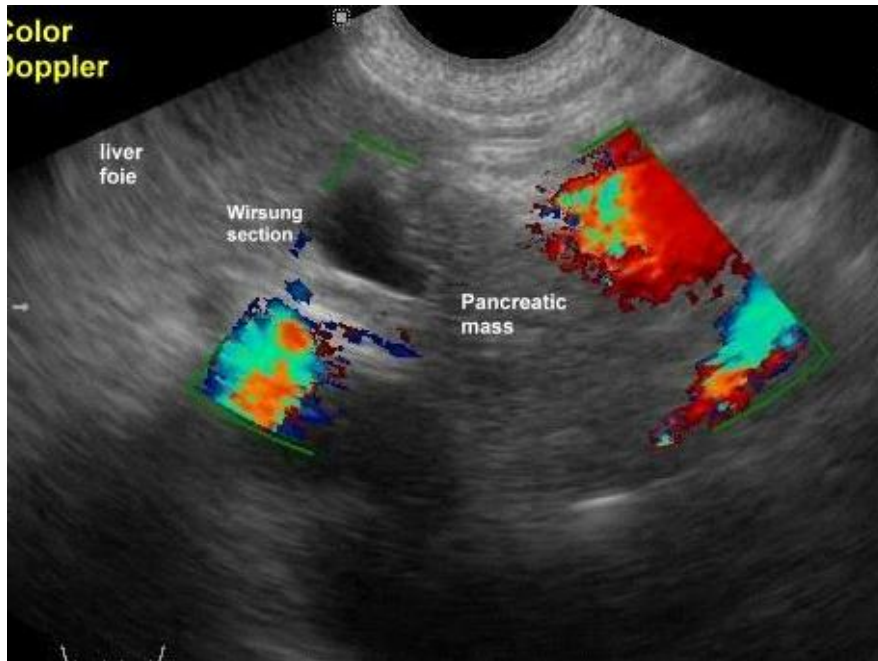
Adénocarcinome de la tête du pancréas en Doppler couleur; La masse est en avant du confluent veineux porto-splénique [12].
